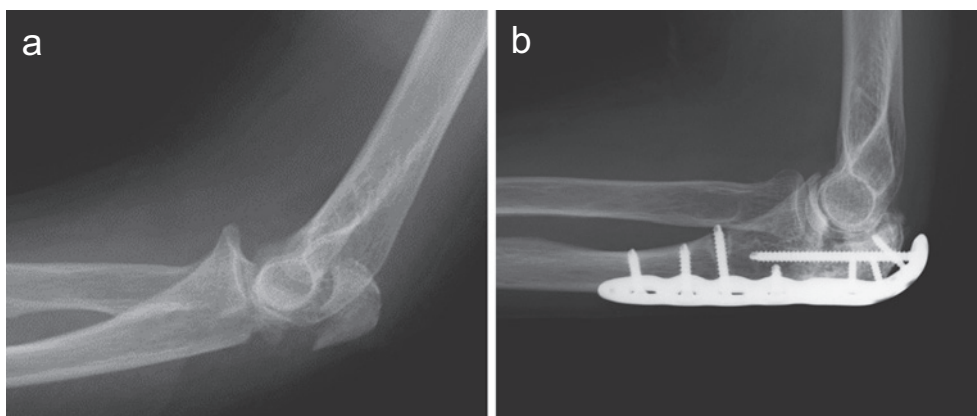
症例3 X線 a: 初診時, b: 術後12週
